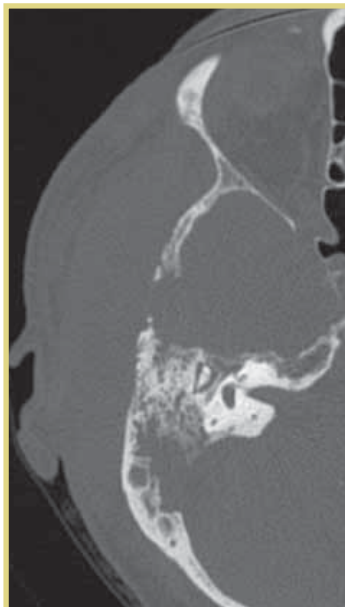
КТ правой височной кости больной С. Аксиальная проекция. Ячейки сосцевидного отростка заполнены патологическим субстратом. Перисинуозные воздухоносные клетки разрушены. В области чешуи височной кости — деструктивный процесс с обнажением твердой мозговой оболочки
